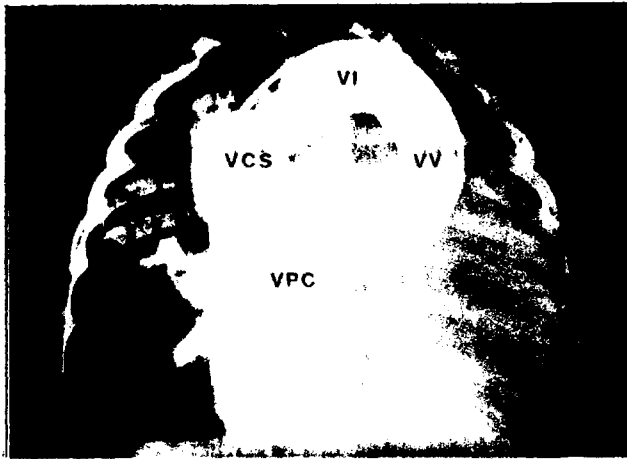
Angiocardiografía típica en proyección anteroposterior en un caso de DVPAT a la vena innominada. Obsérvese cómo el material de contraste depositado en la vena pulmonar común (VPC) pasa a la vena vertical (VV), a la vena innominada (VI) y a la vena cava superior (VCS). El material de contraste rellena así la parte superior de la figura en "ocho", detectable en la radiografía simple de tórax cuando la desembocadura anómala ocurre a ese nivel. (Ver fig. 19).
